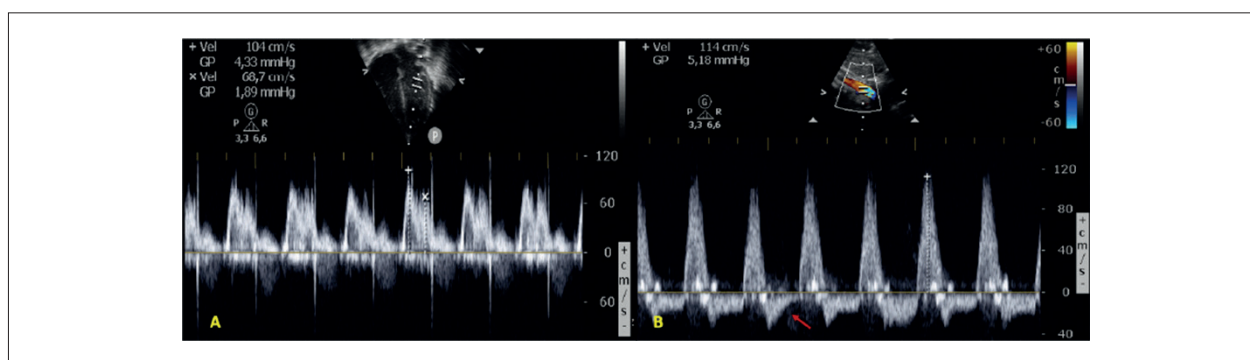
A: Padrão Doppler da valva mitral no corte apical quatro câmaras demonstrando alteração da relação da onda E/A nos recém nascidos pré-terminos com canal arterial amplo. B: Padrão Doppler da aorta descendente abdominal, seta mostra a presença de fluxo reverso holodiastólico.
